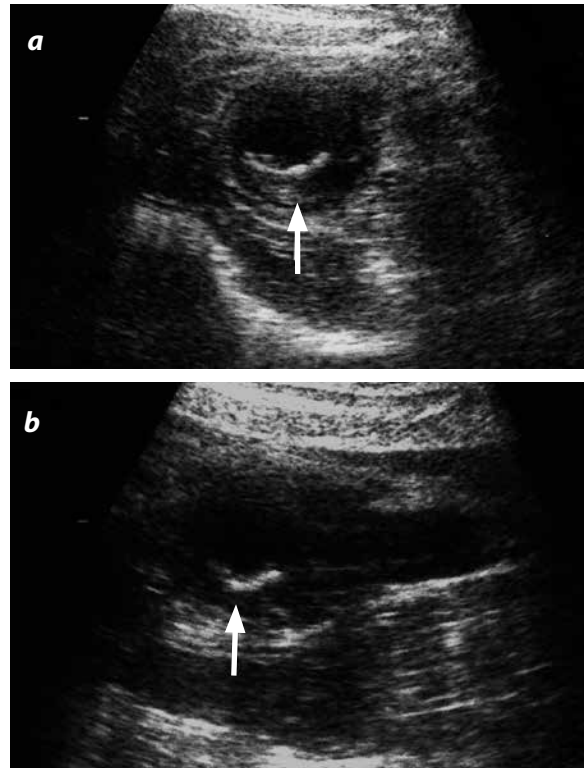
a y b) Ecografía de la fosa iliaca derecha con hallazgo de lesión quística compleja heterogénea, con centro más hipoeicoico, de paredes gruesas (flechas), de 74,4 mm × 35,4 mm × 46,3 mm y volumen de 63,8 cm³.
